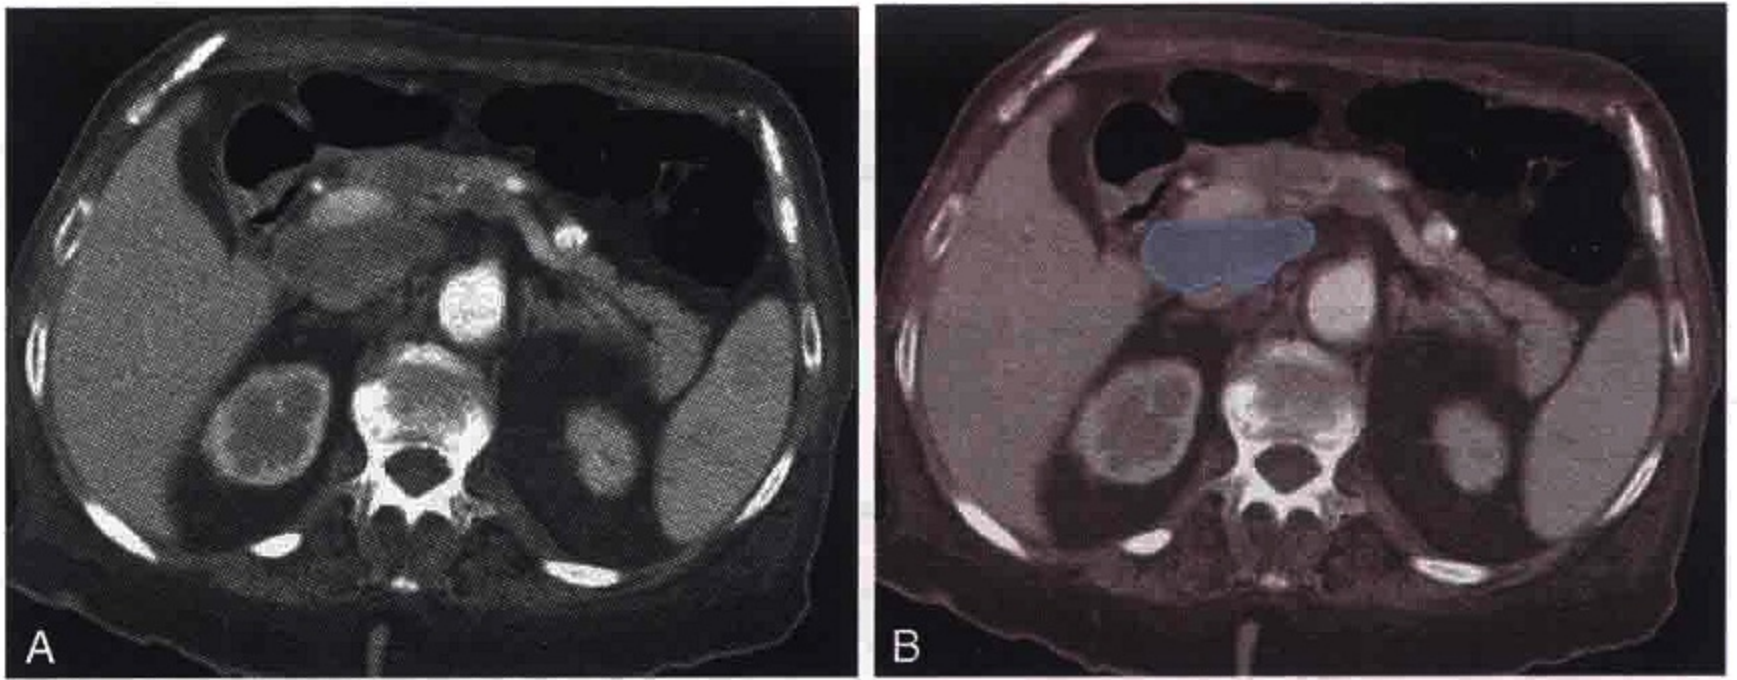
横轴位 CT 扫描显示肝癌患者门腔间隙出现低密度的转移性淋巴结（蓝色）
